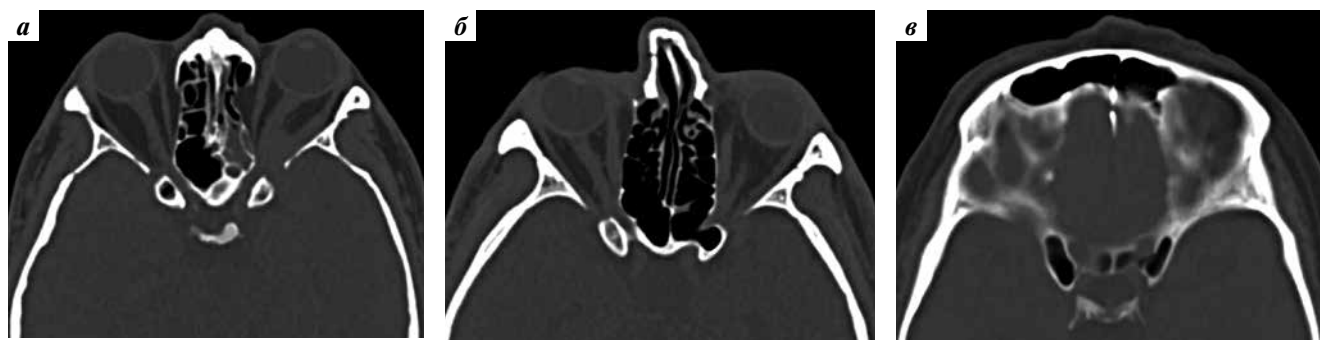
Оценка пневматизации переднего наклоненного отростка при компьютерной томографии: а – I тип; б – II тип; в – III тип, билатеральная пневматизация
